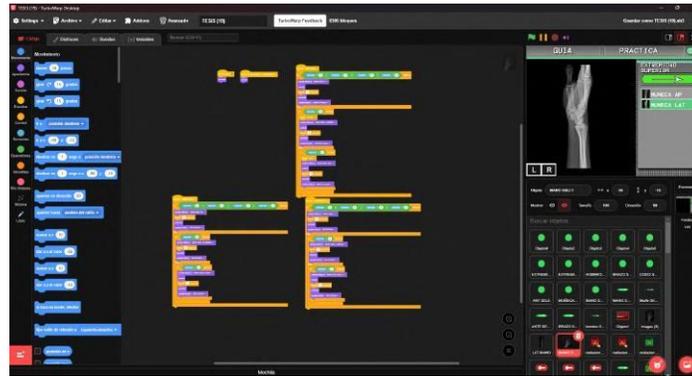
código de ejecución de radiografía lateral de puño.
